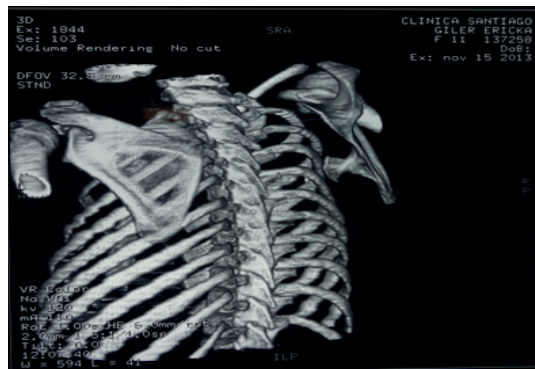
Tomografía Computarizada en donde se aprecia lesión tumoral exofítica en región anterior escapular derecha.
